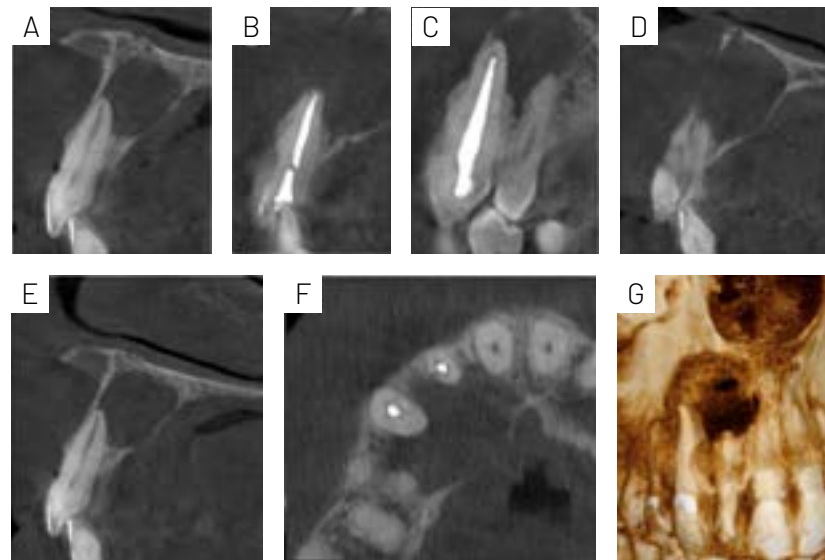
Tomografía preoperatoria. Vista sagital de la pieza 11 (A), 12 (B), 13 y 14 (C). Vista sagital de lesión que compromete tabla vestibular y palatina (D). Vista sagital de la lesión, donde se observa que se extiende hasta el tercio medio radicular de la pieza 11 (E) y vista axial de las piezas comprometidas por la lesión (F). Reconstrucción tridimensional de la lesión (G).
